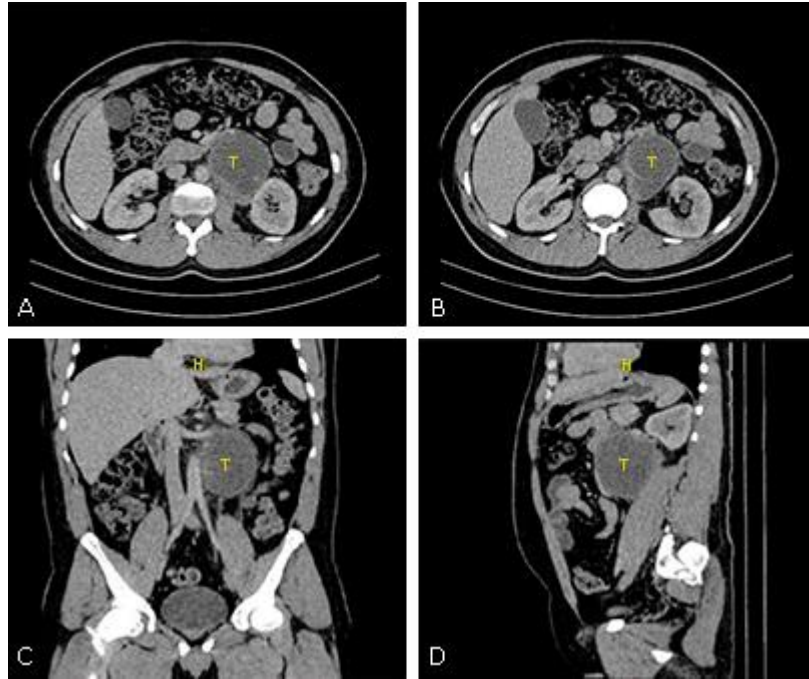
Tomografía de abdomen contrastada. A-B) Corte axial, C) Corte coronal, D) Corte sagital, donde se observa la masa anteriormente descrita (representada por una letra T de color amarillo).
